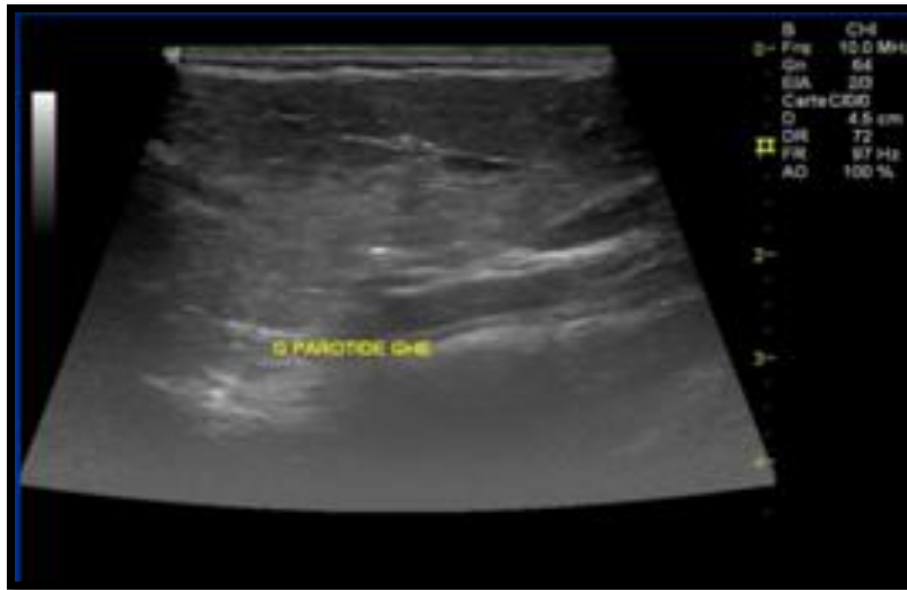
Aspect échographique normal de la glande parotide [94]
